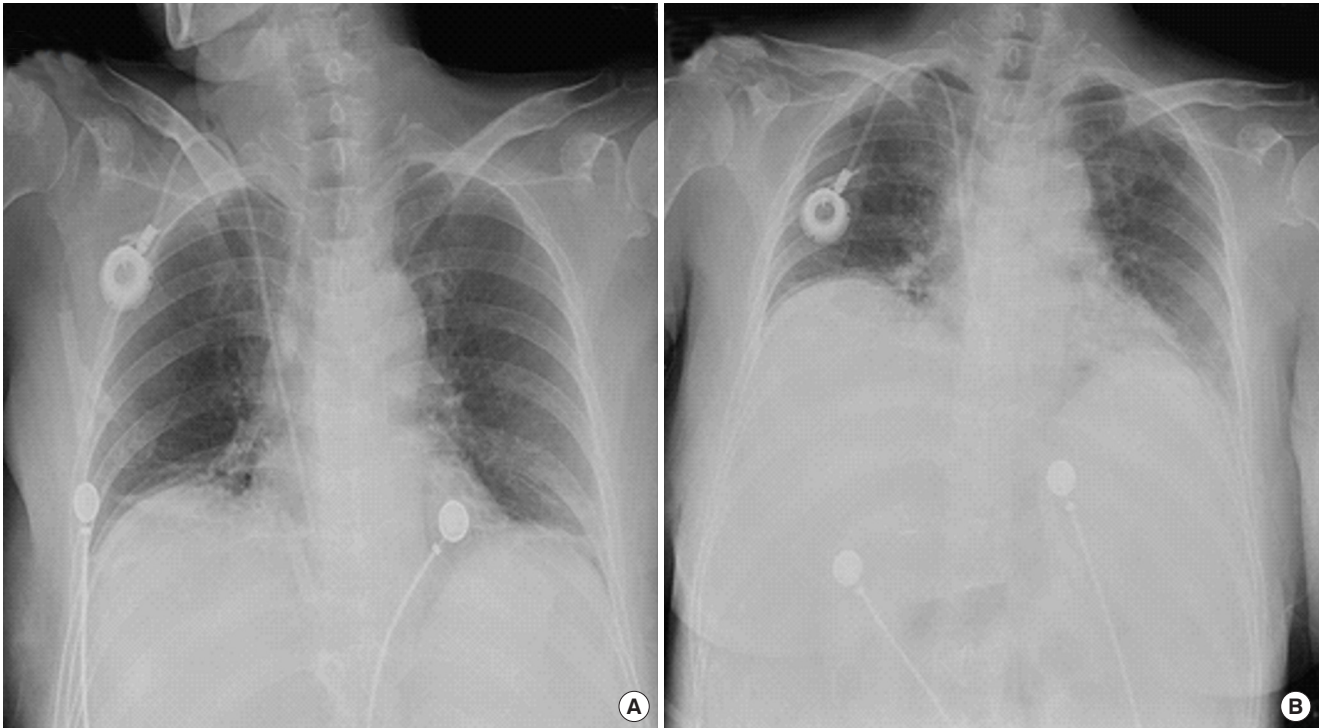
Changes in chest X-ray before (A) and after (B) transfusion. Mild haziness in both lung fields was newly developed, suggesting pulmonary edema.
